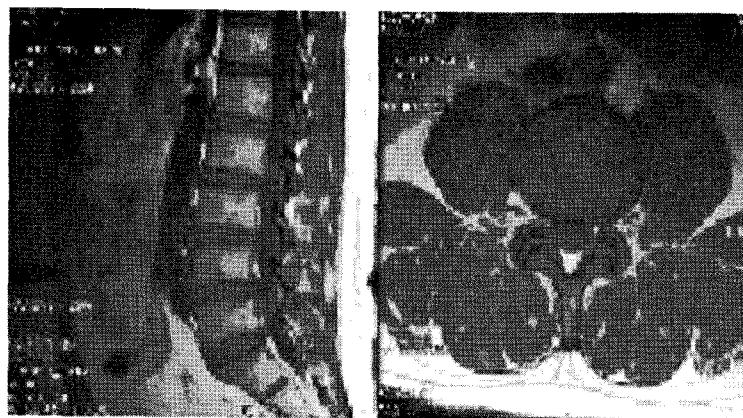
T1-weighted image with Bulging disc at L4-5
